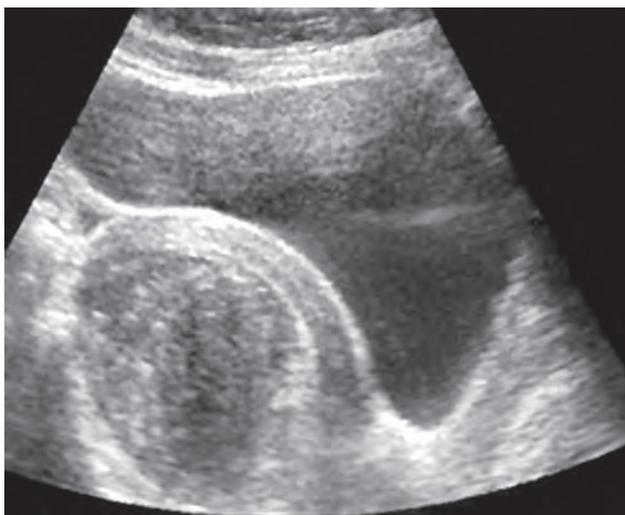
Corte longitudinal transabdominal del útero en una imagen ultrasonográfica, que muestra un mioma que rechaza la cavidad uterina.
